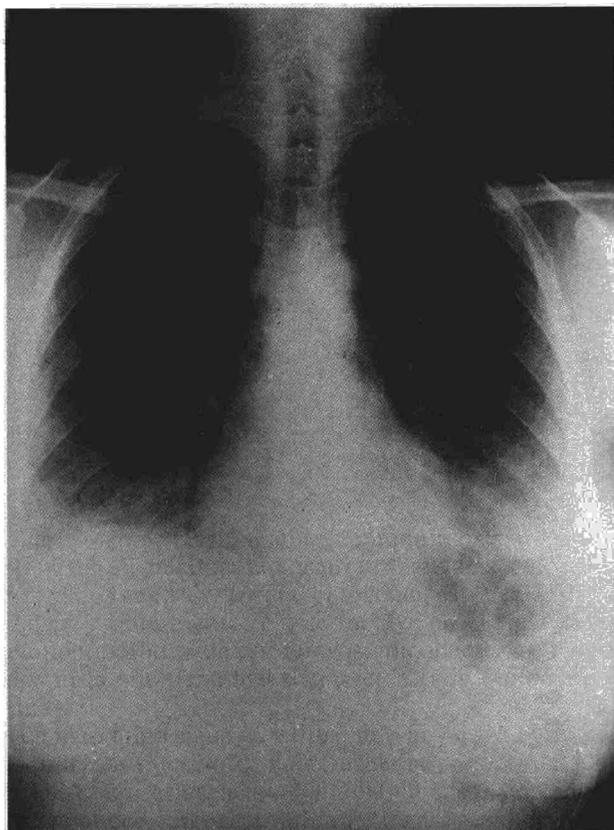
Radiografía de tórax inicial, mostrando un patrón intersticial en ambas bases pulmonares.
